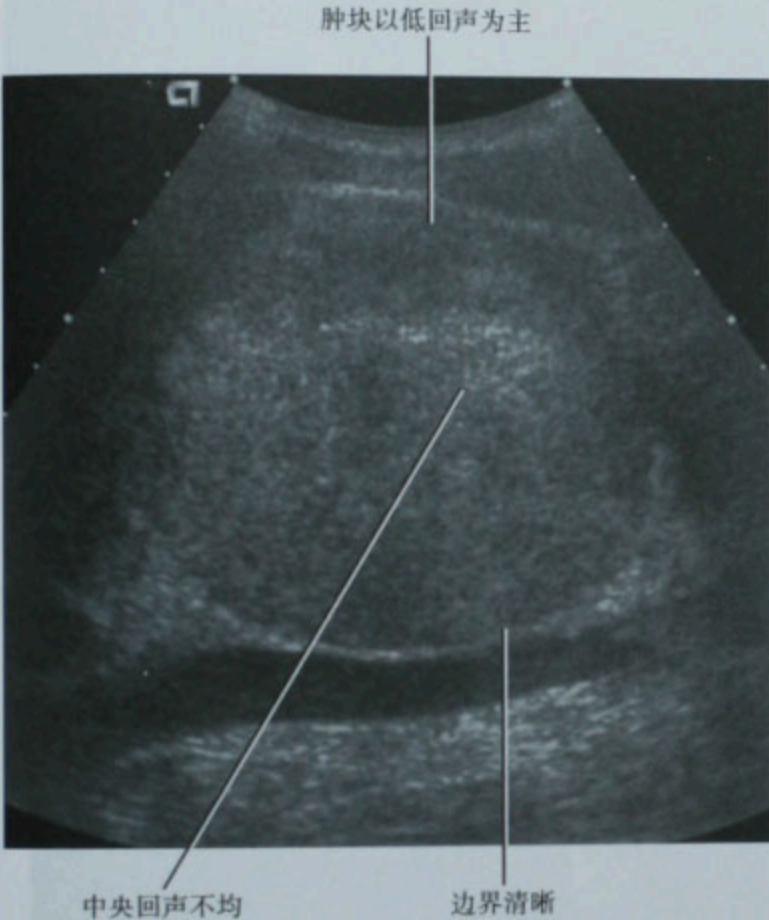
肝细胞性肝癌:超声发现肝内巨大不均质肿块
